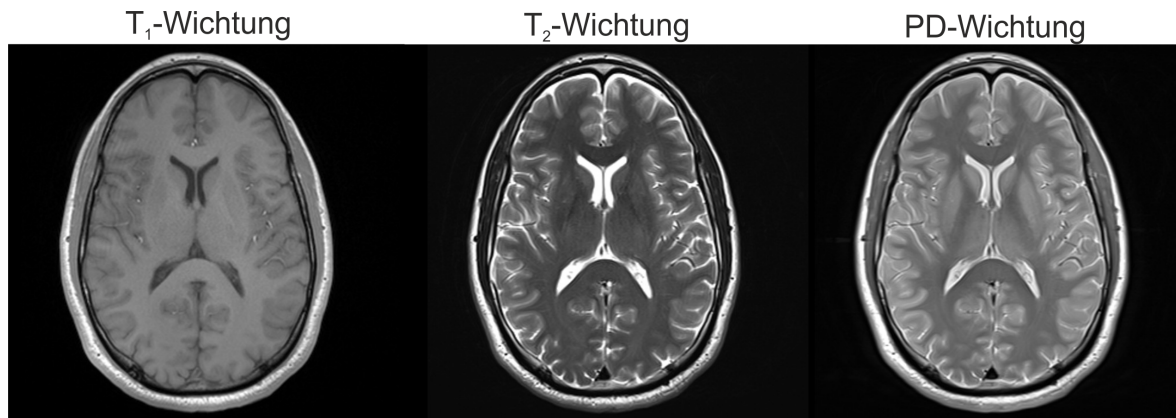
Darstellung der verschiedenen Kontraste bei der Magnetresonanzbildgebung. Gezeigt ist eine transversale Schicht des Kopfes eines gesunden Probanden mit T_1 - (links), T_2 - (mitte) und PD-Wichtung (rechts).
